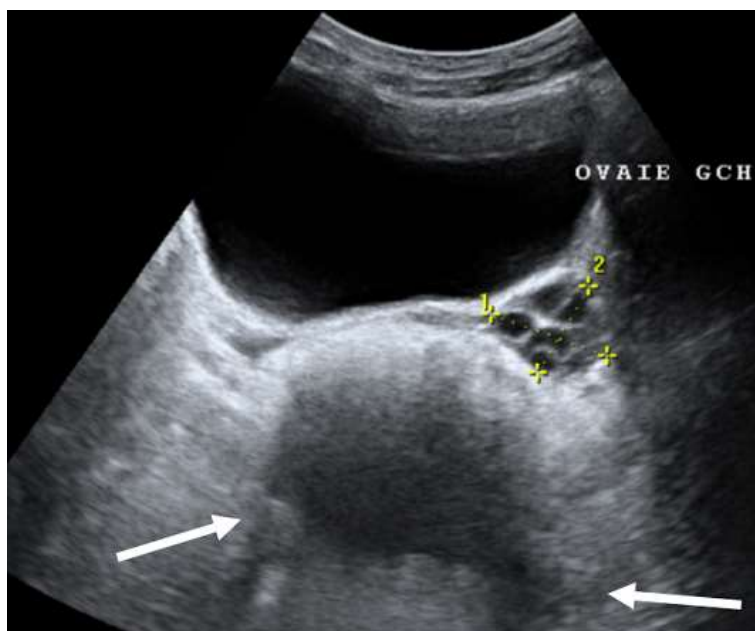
coupe échographique d'une torsion ovarienne chez une fille de 9 ans, montrant un ovaire droit en position rétrovésicale, augmenté de taille, d'aspect échogène sans contingent kystique périphérique - l'ovaire gauche est de morphologie et d'aspect normaux
